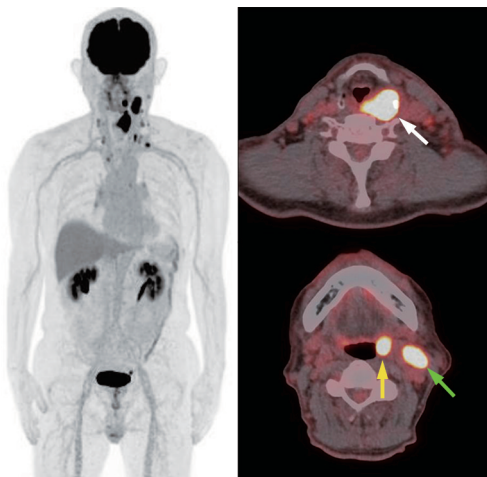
食管癌患者(男,67岁)2026年5月¹⁸F-FDG PET/CT显像图 可见左侧梨状窝代谢增高软组织肿物,SUV_{max} 17.2(白箭头示);左侧扁桃体代谢增高灶,SUV_{max} 16.8(黄箭头示),双侧颈部、左侧锁骨下区多发代谢增高淋巴结,SUV_{max} 9.2(绿箭头示)
